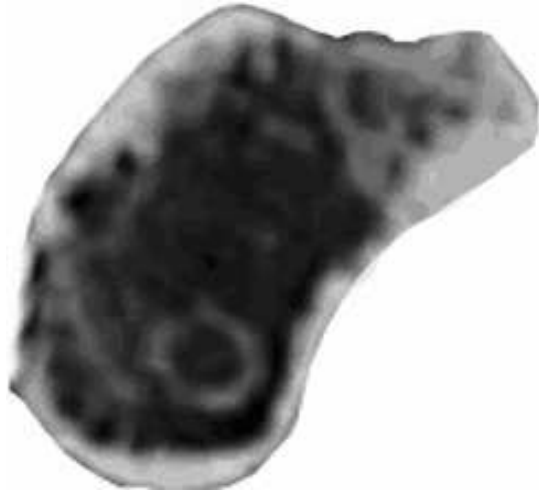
Darstellung der Schnittebene im LightSpeed Pro¹⁶ CT
